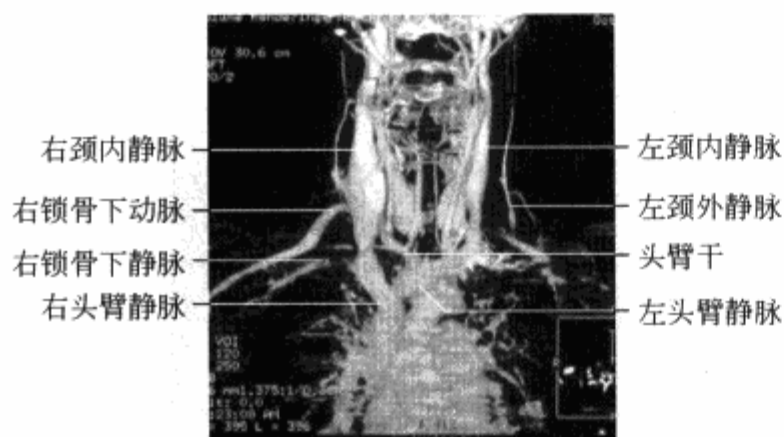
颈部大血管 CTA, 3D 重组
